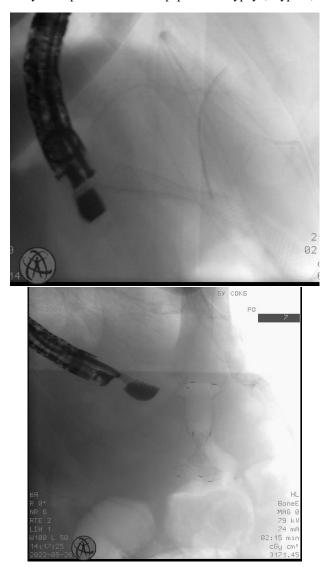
Рентгенограмма установленных саморасправляющихся стентов в кисты
